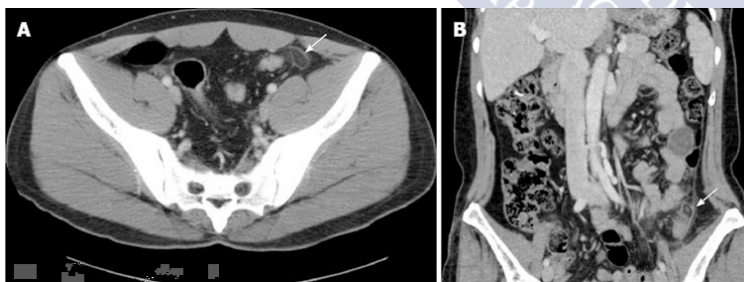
TAC abdominal de apendagitis epiploica. A: Masa grasa ovalada con anillo hiperatenuado e inflamación circundante adyacente al colon sigmoide (flecha blanca). B: Masa atenuada de grasa ovoide con un área central de alta atenuación dentro del apéndice epiploico inflamado en el colon distal descendente (flecha blanca). Extraída de ¹⁸¹
